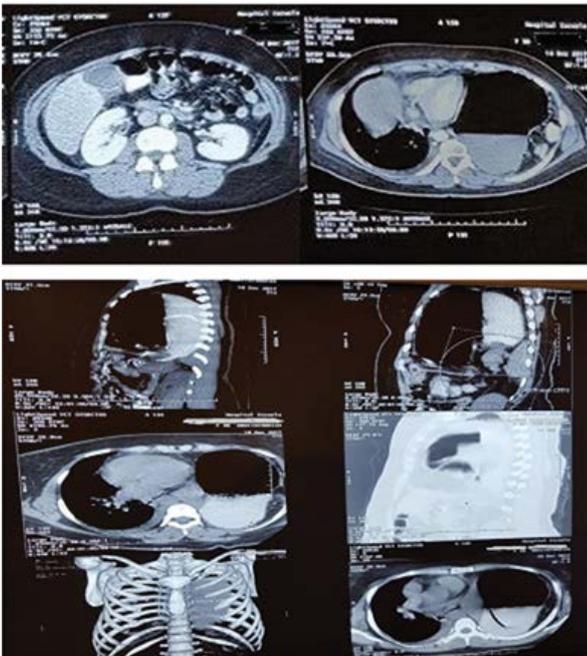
Reconstrucción sagital de tomografía de tórax en la que se observa un defecto de continuidad en el hemidiafragma izquierdo que permite el paso de las estructuras abdominales a la cavidad pleural.
